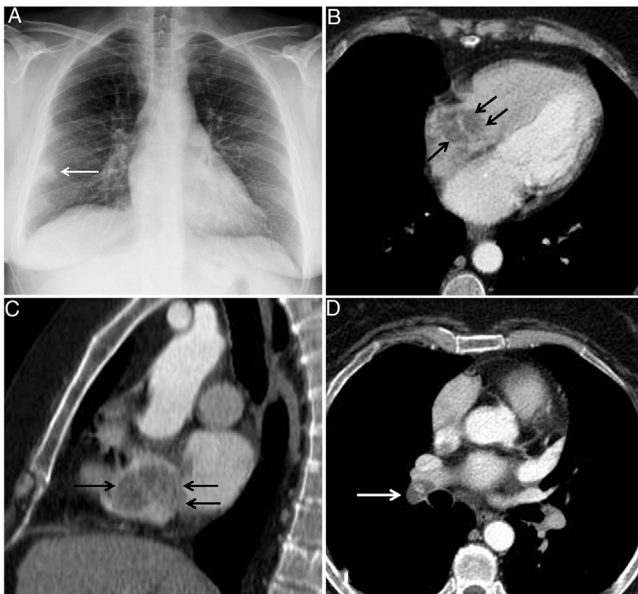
A) Radiografía posteroanterior de tórax en la que se visualiza una condensación en la periferia del pulmón derecho, correspondiente a un infarto pulmonar (flecha). B) y C) Imágenes axial (B) y sagital (C) de TC de tórax en las que se visualiza una masa en la aurícula derecha (flechas). D) Imagen axial de TC de tórax en la que se detecta un defecto de repleción en la arteria intermediaria (flecha).
